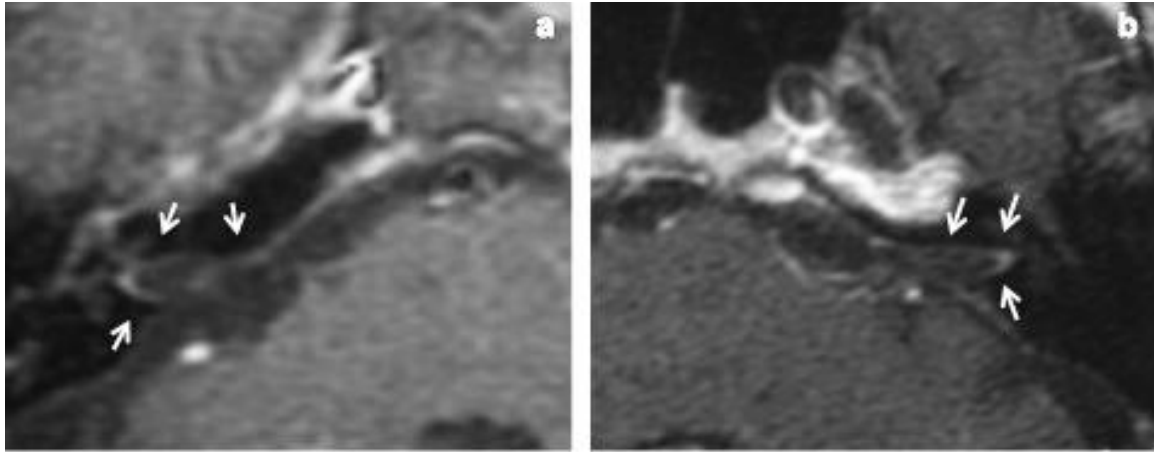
RM con contraste de dos pacientes en plano axial, con captación de contraste que sigue patrón lineal (flechas) en CAI derecho (a) e izquierdo (b).
